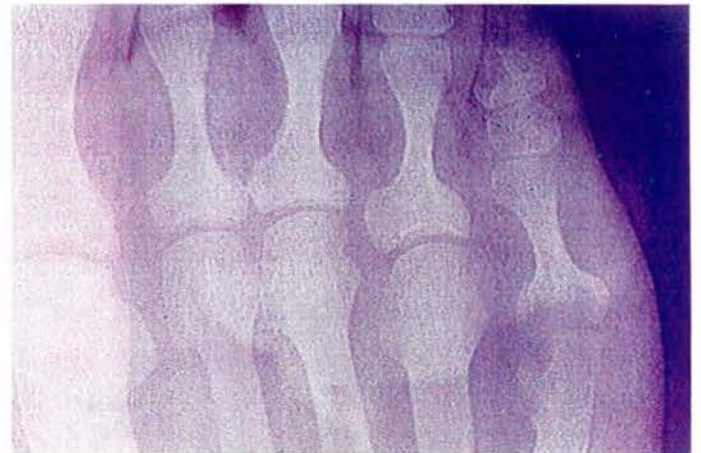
Exostectomía. Radiografía postoperatoria de la fig. 2A.
